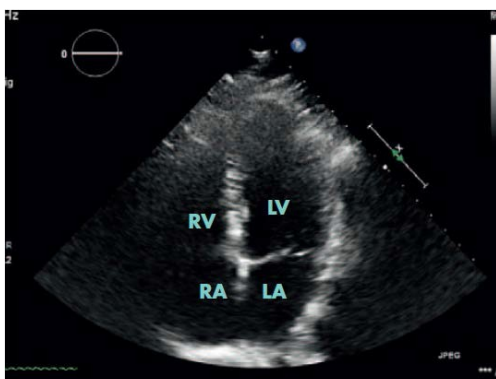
links: echokardiographisches Bild eines gesunden Herzens. Man sieht die vier Herzkammern, zwei Vorhöfe und zwei Hauptkammern: LA (linker Vorhof), RA (rechter Vorhof), LV (linker Ventrikel) und RV (rechter Ventrikel).
